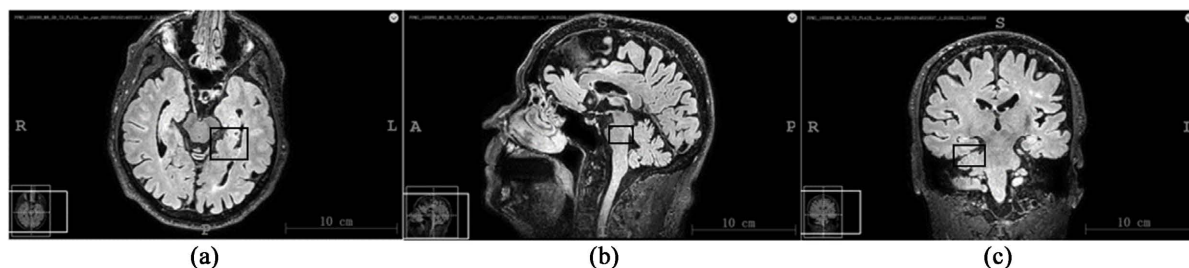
Tri-view MRI imaging of midbrain area. (a) Axial section scan; (b) Sagittal section scan; (c) Coronal section scan
